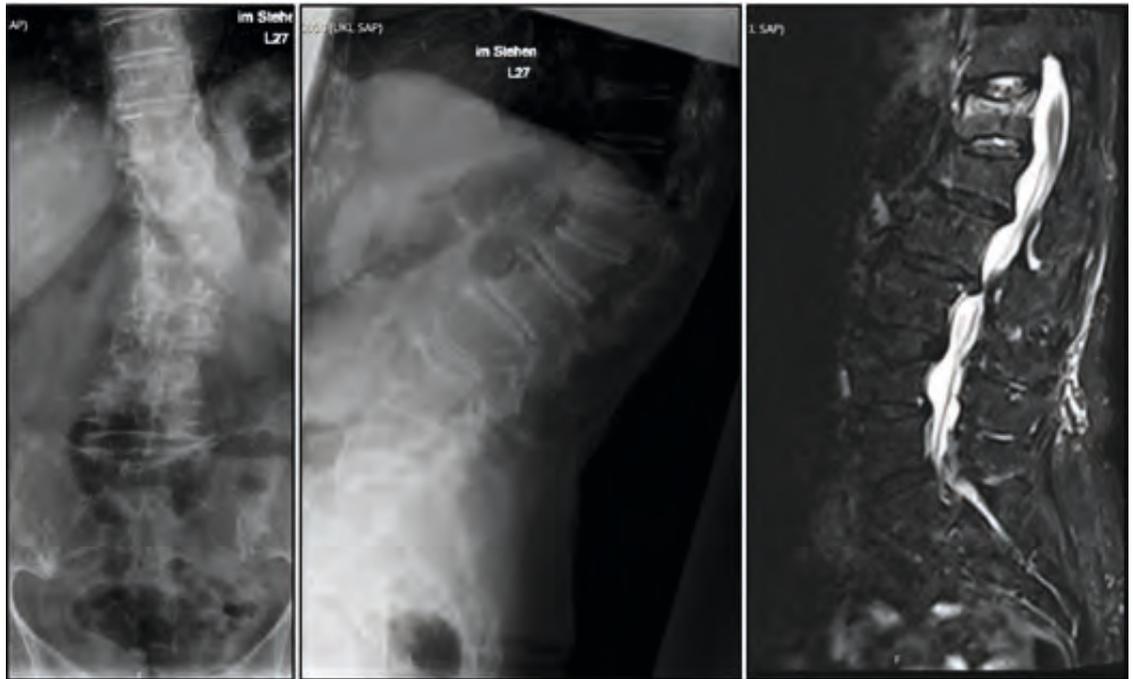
81-jährige Patientin mit atraumatischen Schmerzen und Progredienz seit 6 Monaten. Multiple Wirbelkörperfrakturen fraglichen Alters mit degenerativer de novo Skoliose. Im MRT zeigt sich eine frische TH 12 Fraktur OF 3, OF-Score 6; bei Entlassung mobil am Rollator.
